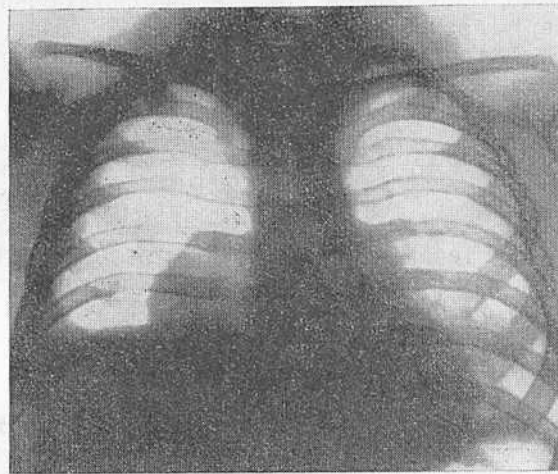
Рентгенограмма грудной клетки в передней проекции ребенка 10 месяцев.
